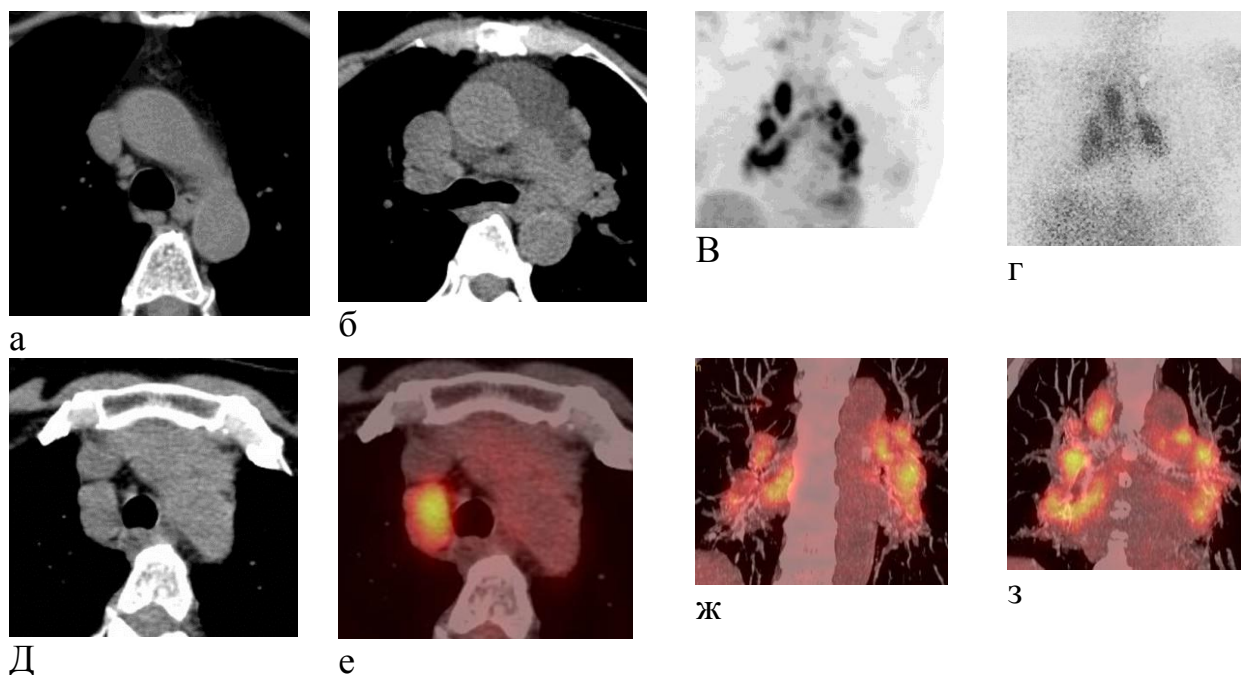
Пациентка Г., 65 лет. Саркоидоз 1 ст. КТ органов грудной клетки. Лимфатические узлы нижней паратрахеальной и субаортальной групп (а-б). ПЭТ с 18-ФДГ и сцинтиграфия цитратом галлия-67. Очаги гиперметаболизма в проекции лимфатических узлов нижней паратрахеальной, субаортальной и бронхопульмональных групп с обеих сторон ПЭТ/КТ (в-г). КТ и ПЭТ/КТ. Увеличенный лимфатический узел нижней паратрахеальной группы с очаговым гиперметаболизмом РФП (д-е). Совмещенное ПЭТ/КТ изображение. Определяются множественные увеличенные лимфатические узлы обеих бронхопульмональных, нижней паратрахеальной и субаортальной групп с очаговым гиперметаболизмом РФП в них (ж-з)
